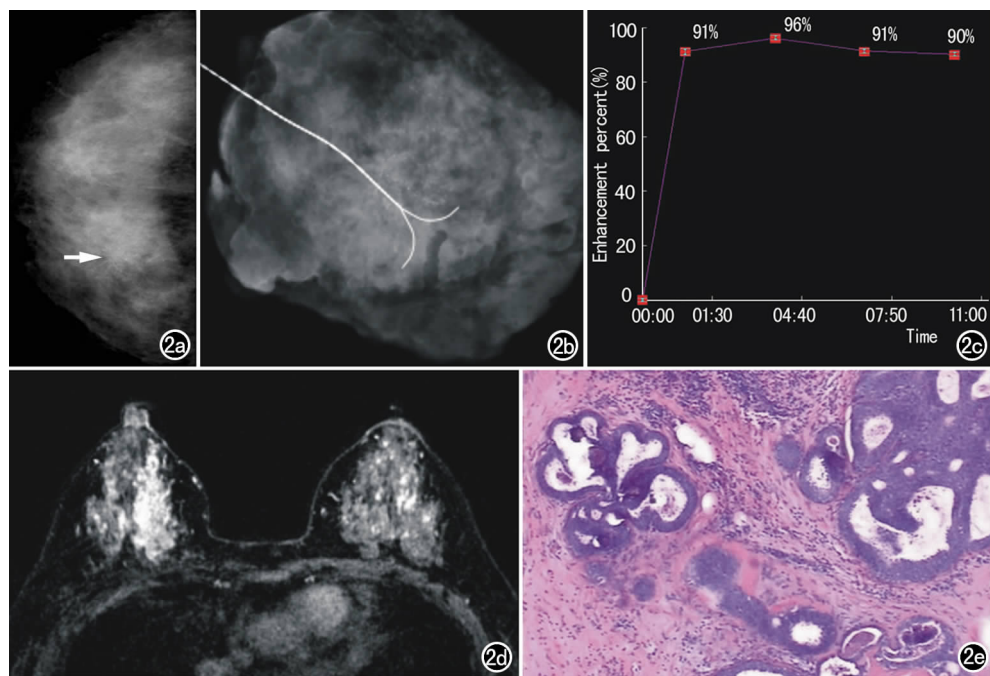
右乳腺浸润性导管癌。a) 乳腺头尾位 X 线摄片示右乳腺内上象限成簇分布无定形钙化灶(箭); b) 右乳腺内上成簇无定形钙化灶行导丝定位手术局切活检术后标本摄片; c) 病灶强化时间信号强度曲线呈平台型; d) 横轴面 MRI 动态增强示右乳腺内上呈节段性分布强化灶; e) 镜下示肿瘤细胞排列呈复杂腺样结构,核异型及核分裂,部分钙化($\times 40$, HE)。
